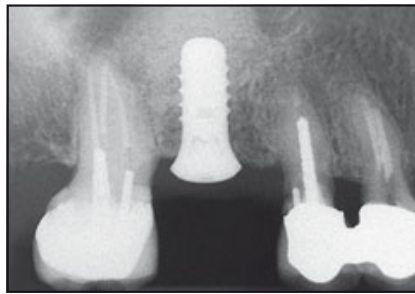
Postoperative periapikale Röntgenaufnahme. In den Bereich des ersten oberen Molaren wurde auf Gewebehöhe ein Wide-Neck-Implantat gesetzt.
